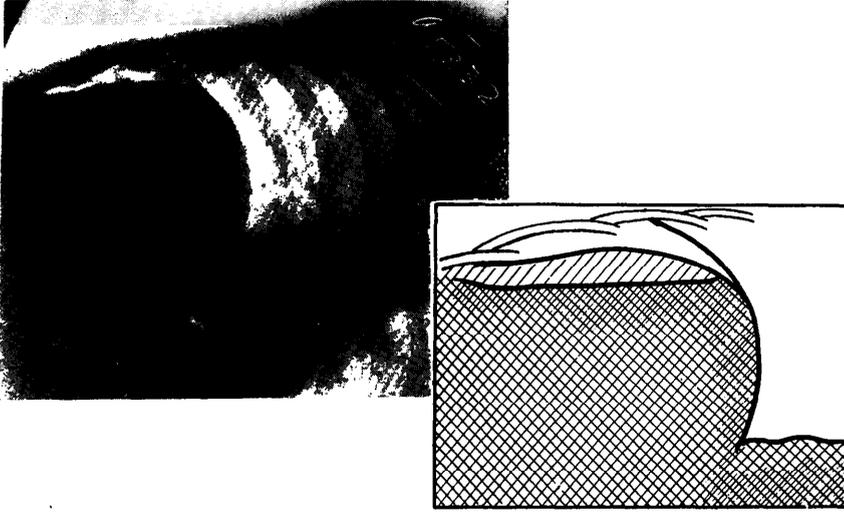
Neumoperitoneo subfrénico bilateral formando una sola banda ininterrumpida de derecha a izquierda). Caso de Finsterbuch y Bross. Radiografía en posición de pie.
